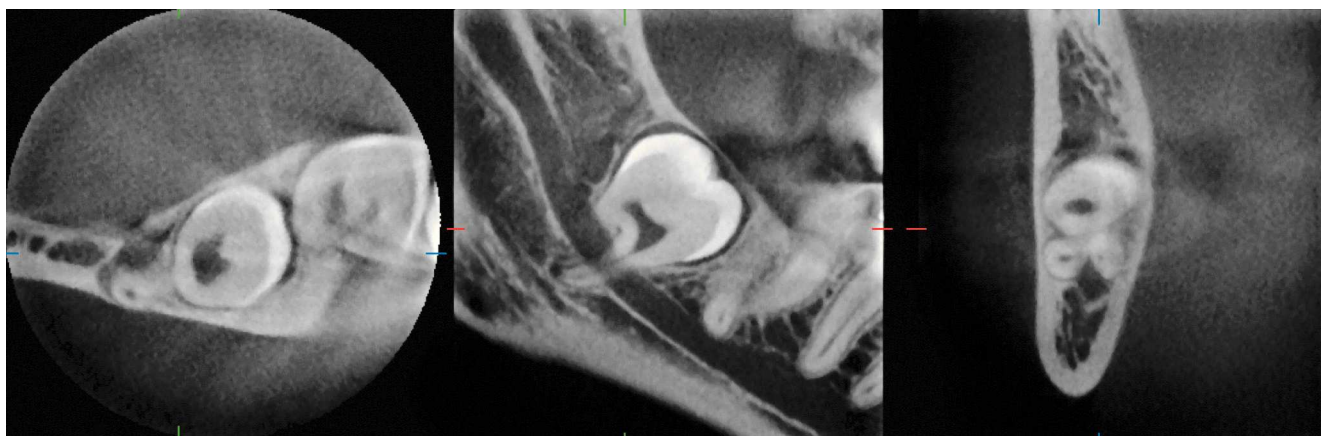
Tomografía volumétrica digital del mismo paciente para la visualización de la relación anatómica de las raíces del diente 48 con el nervio dentario inferior. El nervio muestra un trayecto interradicular.
